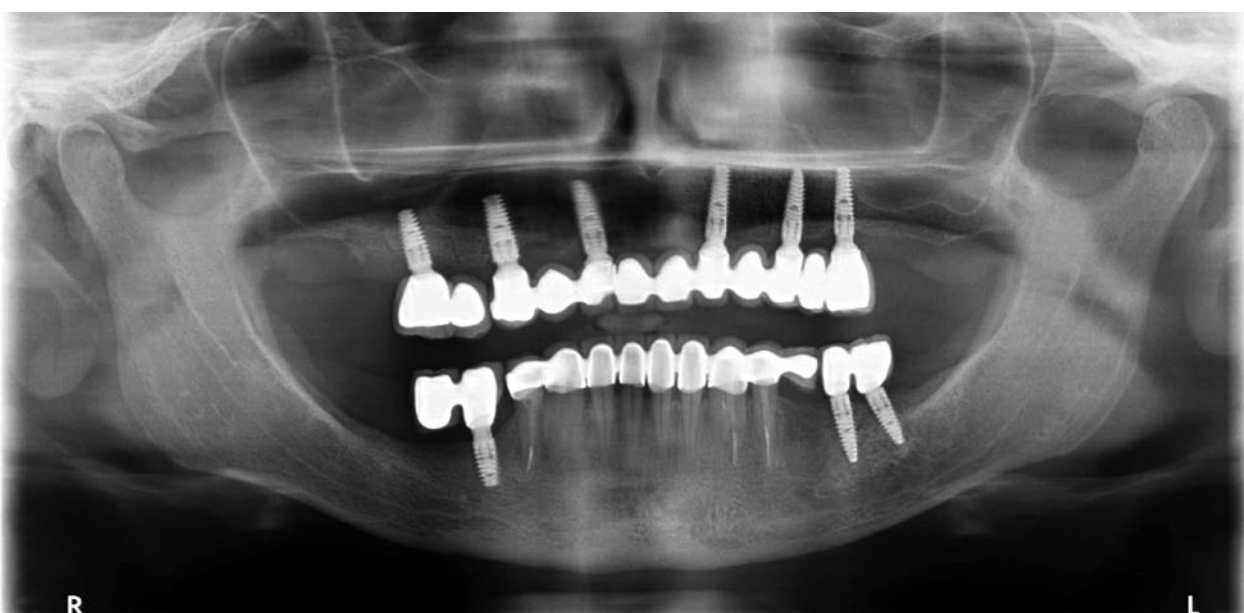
Panoramic x-ray after two and a half years recall
